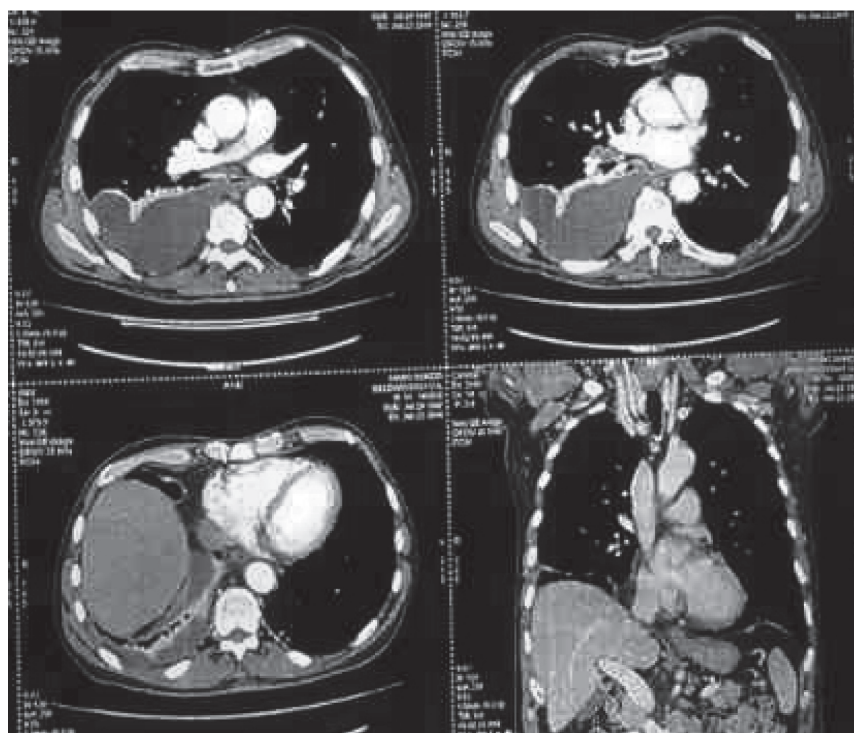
КТ ОГП хворого Б. : поява осумкованого випоту справа на фоні розсмоктування його зліва.
